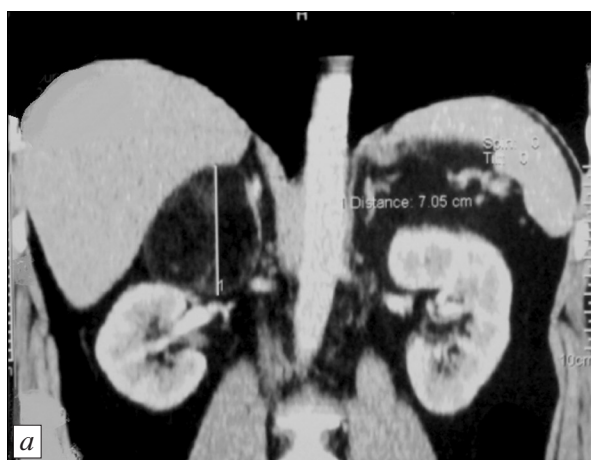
Компьютерная томограмма больного Т., 45 лет.
